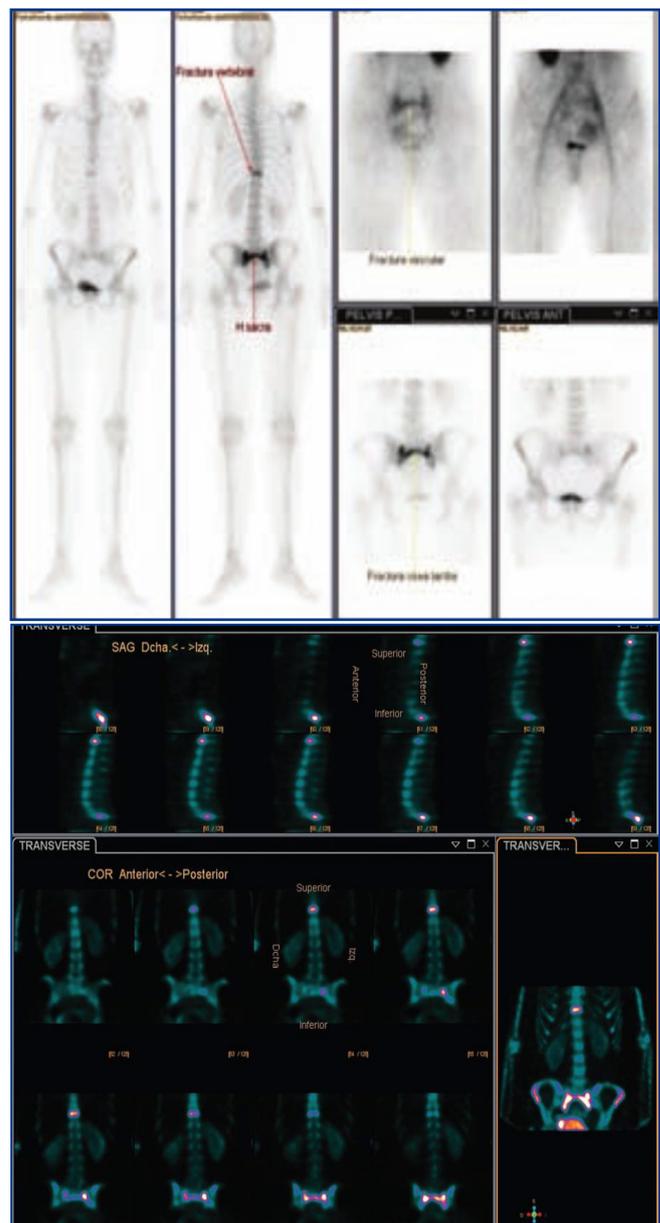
La imagen expuesta es un estudio gammagráfico en dos fases e imagen SPECT en el que se comprueba un patrón en "H" compatible con fractura sacra tanto en la fase vascular como en la fase ósea tardía y otra hipercaptación lineal en D11 compatible con fractura dorsal cuya existencia no se sospechaba.
